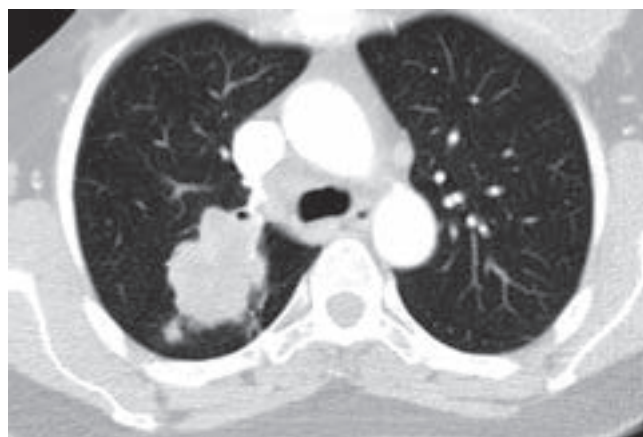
CT rekonstrukce půl roku po začátku chemoterapie
